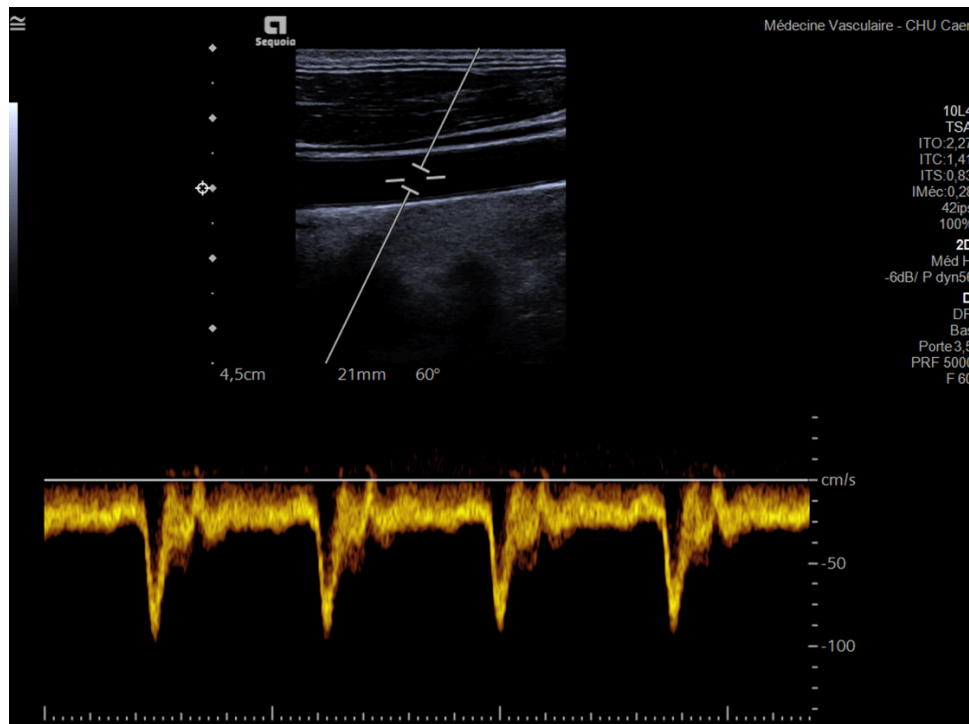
Le mode duplex, associant l'image 2D et le doppler pulsé.
